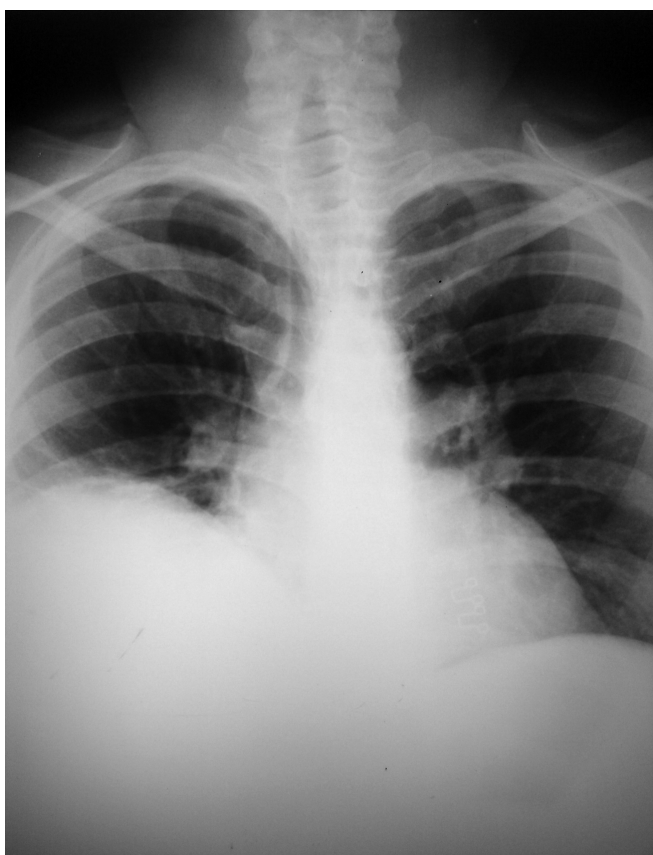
Radiografias de Tórax, PA e perfil, com Elevação de Hemicúpula Diafragmática Direita.
